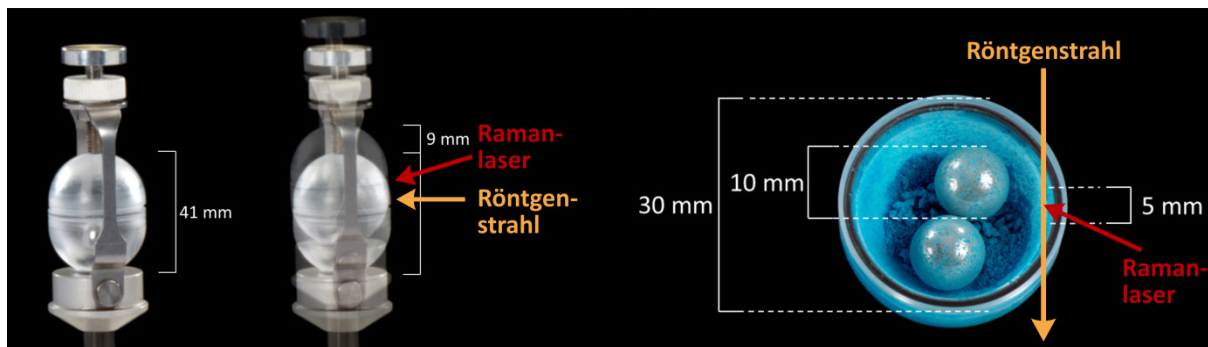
Abbildung des Mahlbeckers im ruhigen und im oszillierenden Zustand (links) und des geöffneten Mahlbeckers nach einer erfolgreichen HKUST-1-Synthese mit zwei Mahlkugeln (10 mm Durchmesser, 4 g). Die Pfeile markieren den zurückgelegten Weg der Röntgenstrahlung (orange) und der Ramanlaserstrahlung (rot).
